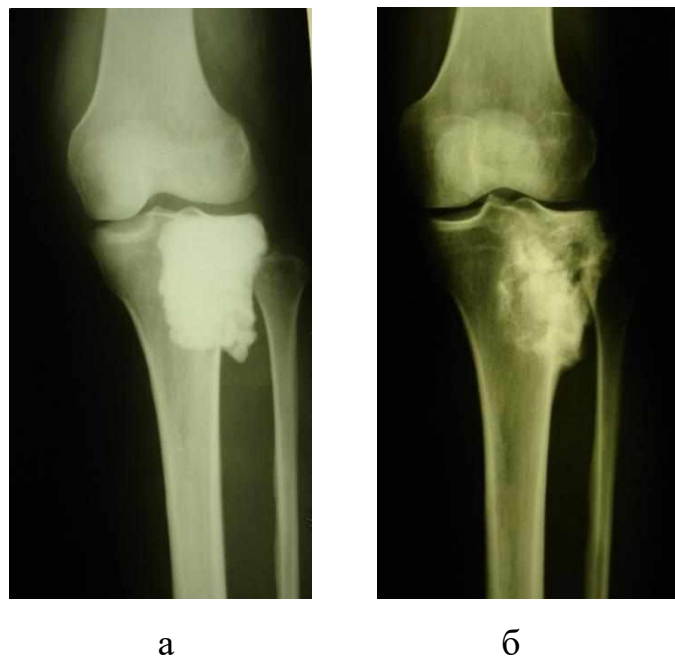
Фотовідбитки рентгенограм великогомілкової кістки хворої К. а – безпосередньо після кістково-пластичної операції після видалення пухлини та пластики дефекту БКС; б – через 36 місяців після імплантації БКС: спостерігається часткова перебудова імплантаційного матеріалу, особливо по периферії кістки та утворення нової кістки.
